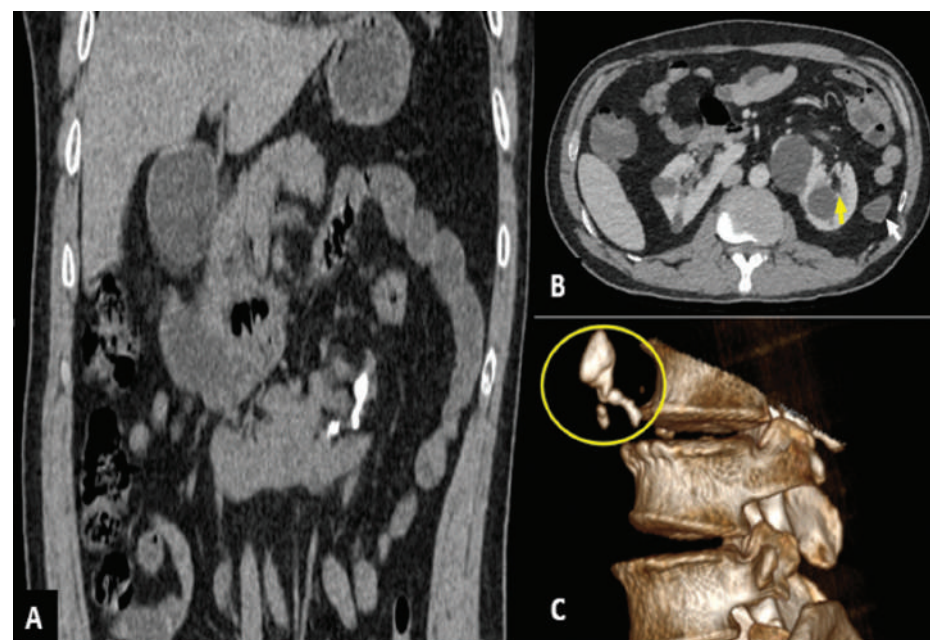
Tomografía computarizada anteroposterior sin contraste. A, plano coronal muestra cálculo abarcando el cáliz inferior. B, plano axial muestra la interposición del colon (flecha blanca) en el camino al cáliz superior (flecha amarilla). C, reconstrucción tridimensional del cálculo coraliforme.
